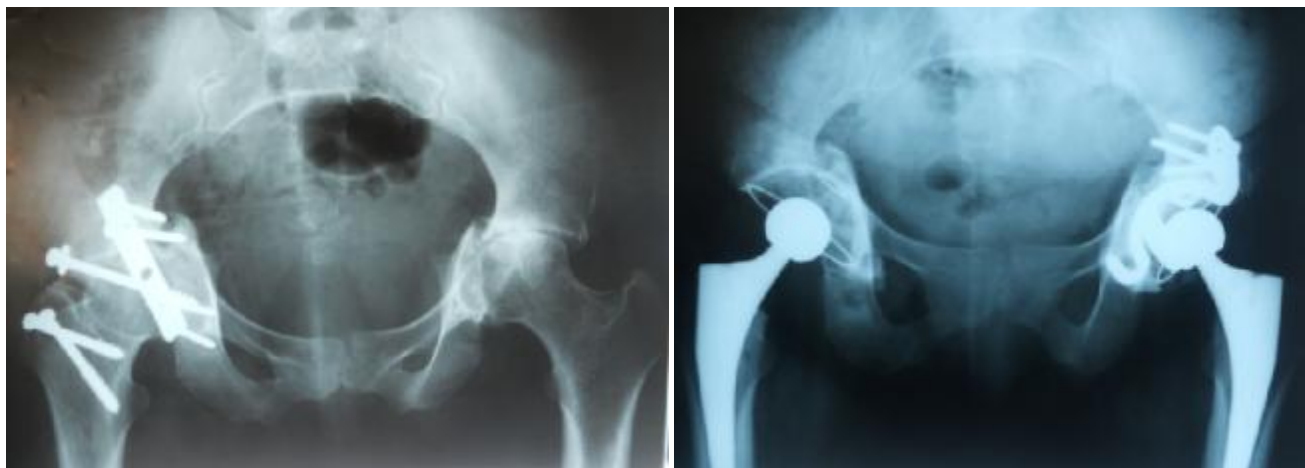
le cas no.15 ; A gauche : radiographie standard montrant les séquelles de fracture bilatérale des deux cotyles . A droite : la reconstruction des deux cotyles: la hanche droite à greffe osseuse + cupule cimentée ; la hanche gauche à greffe osseuse + croix de Kerboull + cupule cimentée .
